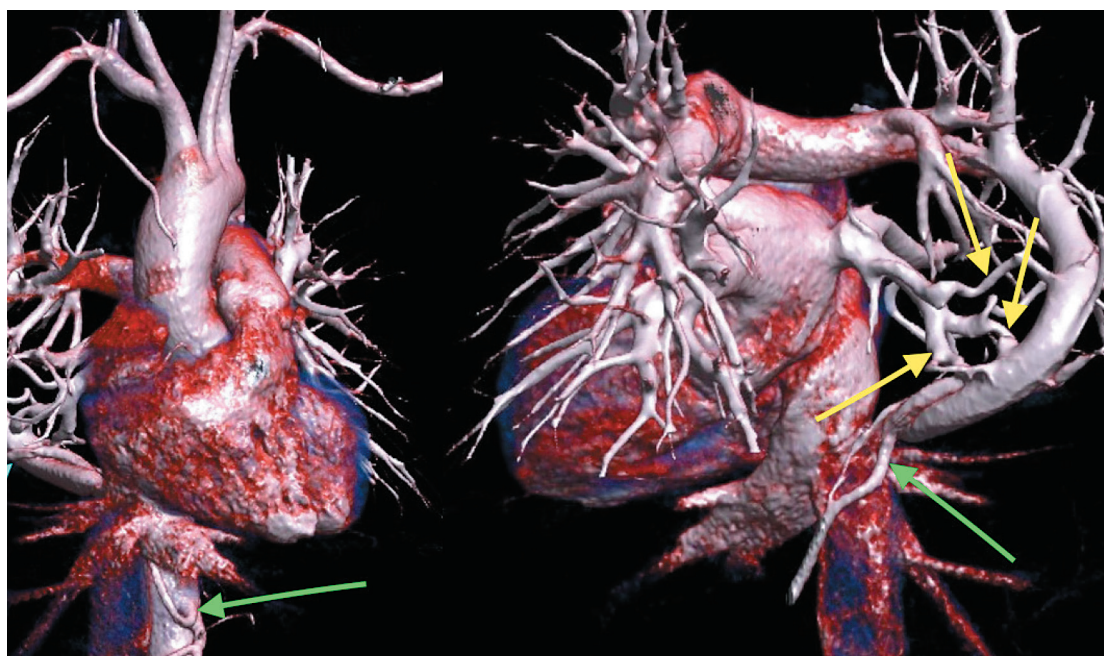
МСКТ-ангиография VRT-реконструкция.
